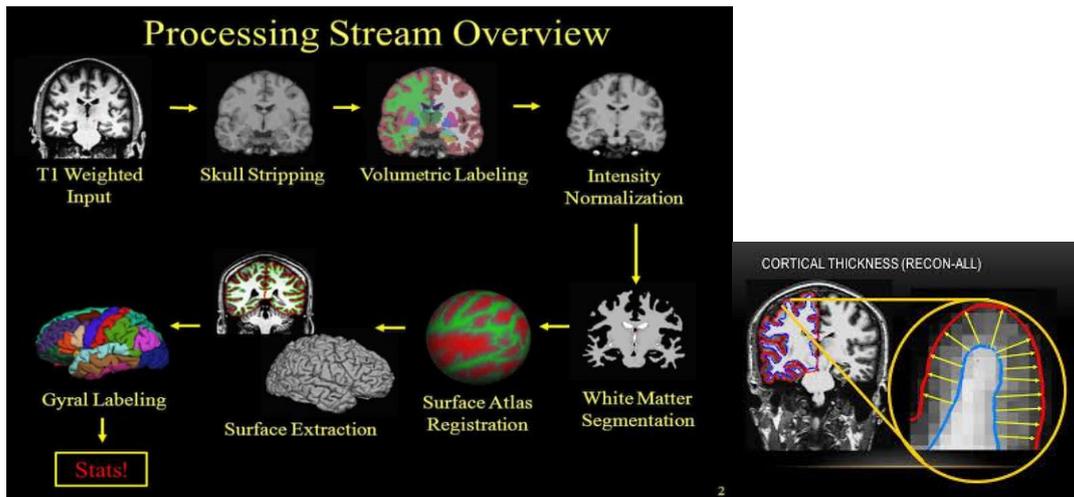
(A) Procesamiento de MRI por FreeSurfer y (B) Imagen con fronteras obtenida a través de FreeSurfer.
